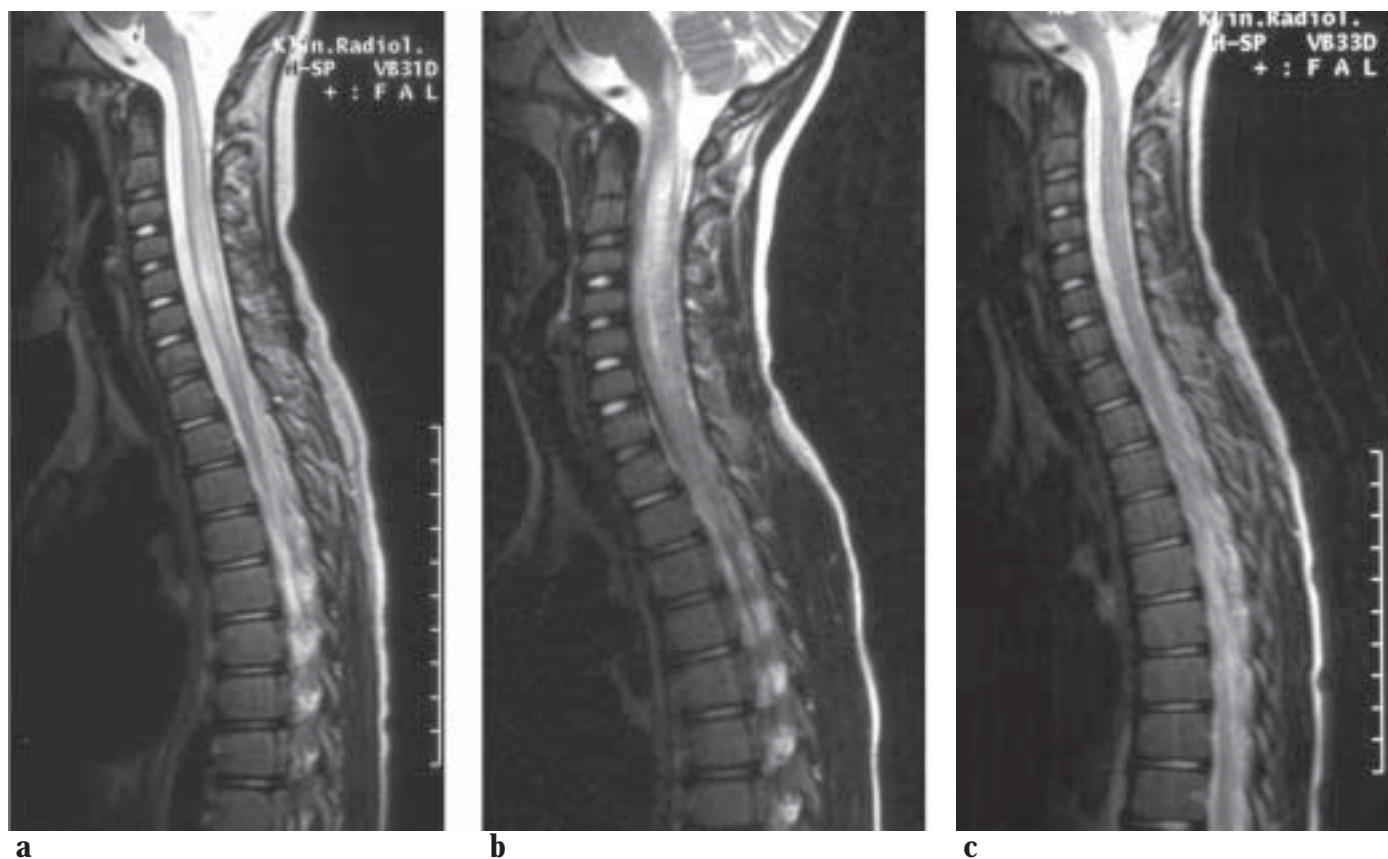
Patient-Nr. 10, 5 Jahre: Spinales MRT am 4. Erkrankungstag (a) mit Auftreibungen und Signalanhebungen im Bereich des Zervikothorakalmarkes. Nach 11 Tagen (b) ist die Schwellung des Myelons maximal, die Hyperechogenitäten dehnen sich bis in den unteren Hirnstamm aus. Weitere 6 Wochen später weitgehende Befundnormalisierung (c).
